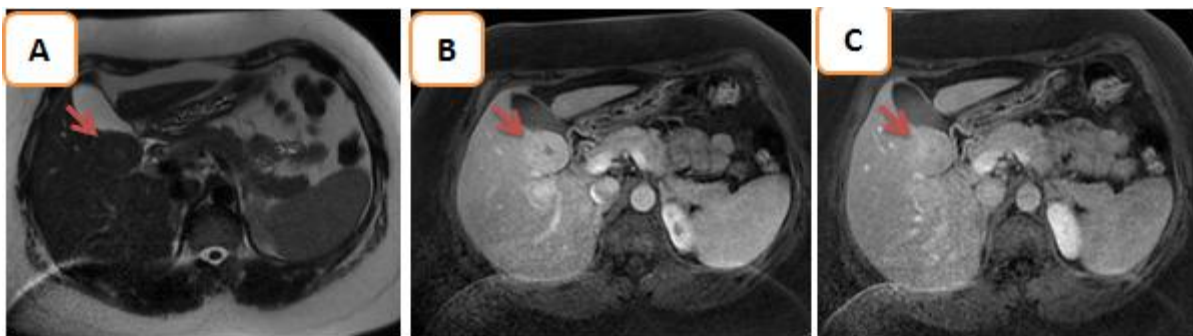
L'IRM montre une lésion homogène, à contours nets en isosignal T2, avec une zone centrale en hypersignal T2(A), un rehaussement intense au temps artériel(B), en isosignal au temps portal avec cependant un début de rehaussement de la cicatrice centrale(C) : HNF
